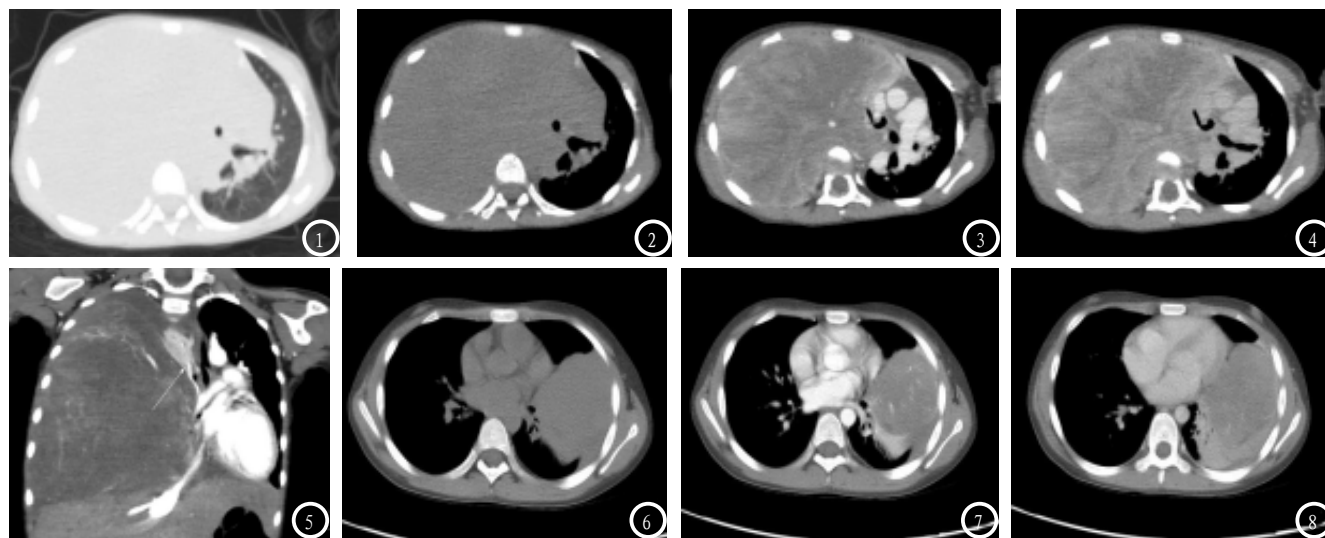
男 3岁 右侧PPB。图1, 2: CT轴位平扫, 右侧胸腔见巨大囊实性占位, 病灶内部密度不均匀。图3, 4: CT轴位增强动脉期、静脉期, 实性成分不均匀强化, 液化坏死无明显强化。图5: CT冠状位重建示邻近心脏、大血管显示受压明显移位。右肺动脉显示发育较细, 同侧肺体积小(长箭头); 图6-8 女 6岁 左侧PPB。图6: CT轴位平扫示左上肺胸膜下团块状软组织密度影, 密度尚均匀, 病灶与邻近胸膜关系密切。图7, 8: CT轴位增强动脉期及静脉期示病灶强化较均匀, 伴左肺段不张及左侧局部胸膜增厚。
